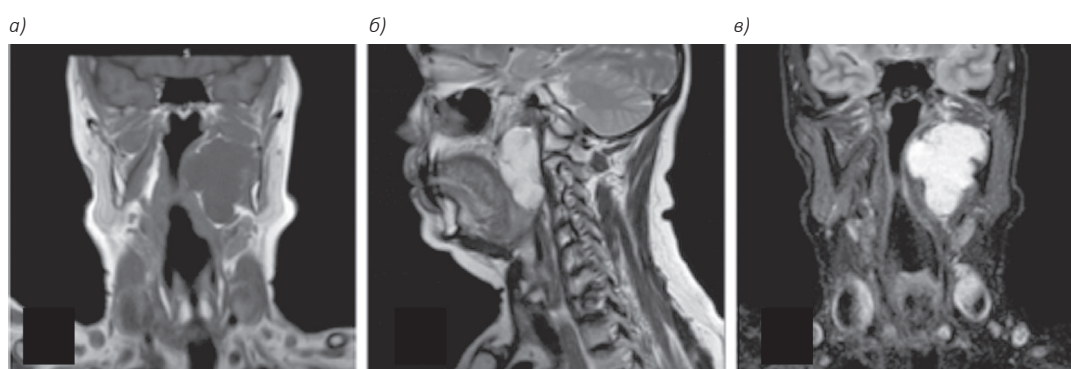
Сагиттальная МРТ в T1 (а); сагиттальная МРТ в T2 (б); сагиттальная МРТ SPIR с подавлением сигнала от жира (в). Новообразование большого размера наблюдается в левом парафарингеальном пространстве, отделенном от щитовидной железы
